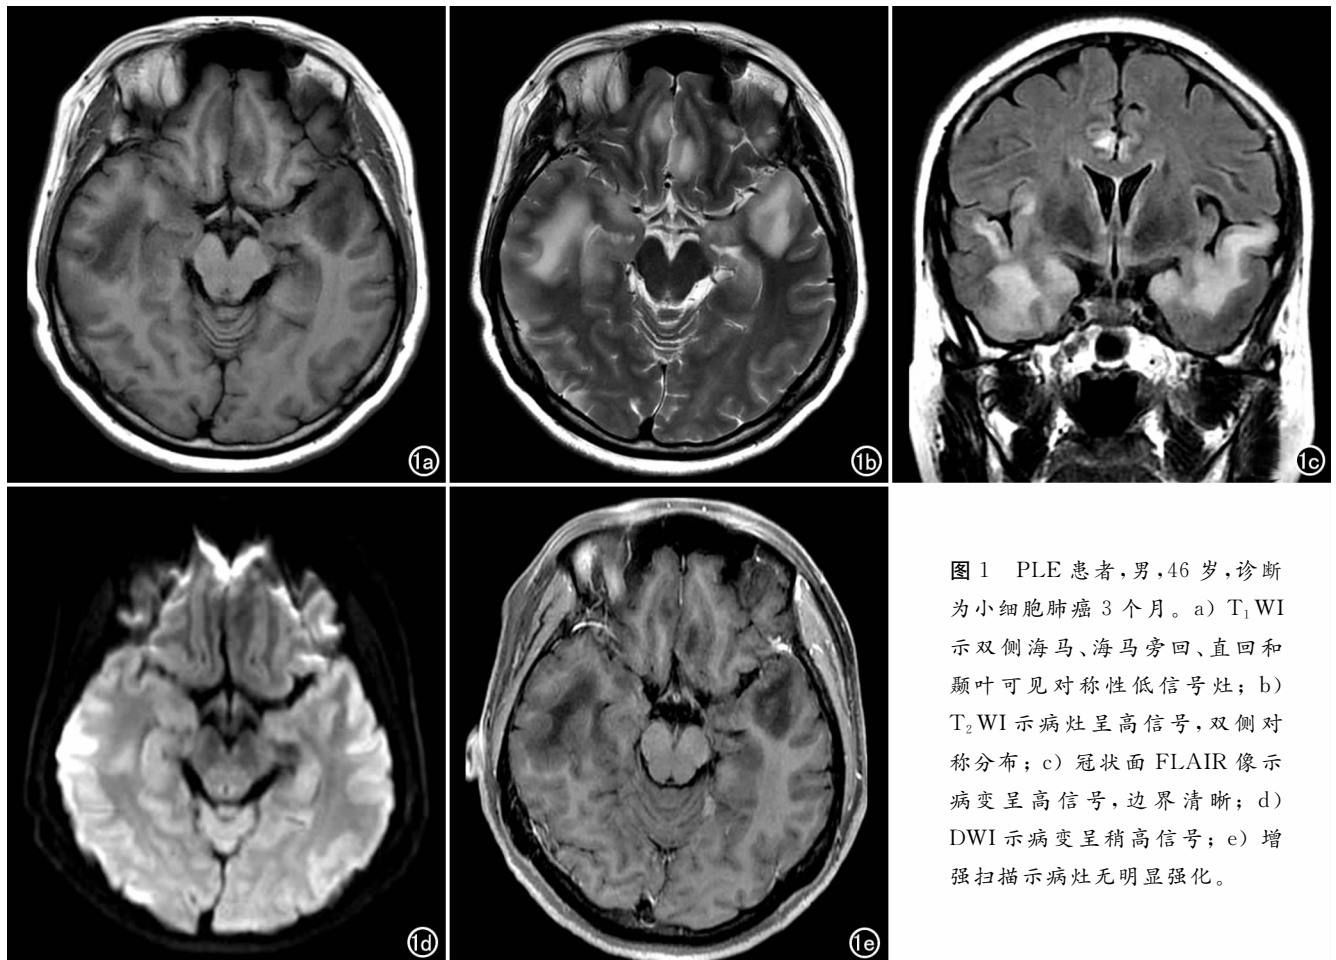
PLE 患者, 男, 46 岁, 诊断为小细胞肺癌 3 个月。a) T₁ WI 示双侧海马、海马旁回、直回和颞叶可见对称性低信号灶; b) T₂ WI 示病灶呈高信号, 双侧对称分布; c) 冠状面 FLAIR 像示病变呈高信号, 边界清晰; d) DWI 示病变呈稍高信号; e) 增强扫描示病灶无明显强化。
